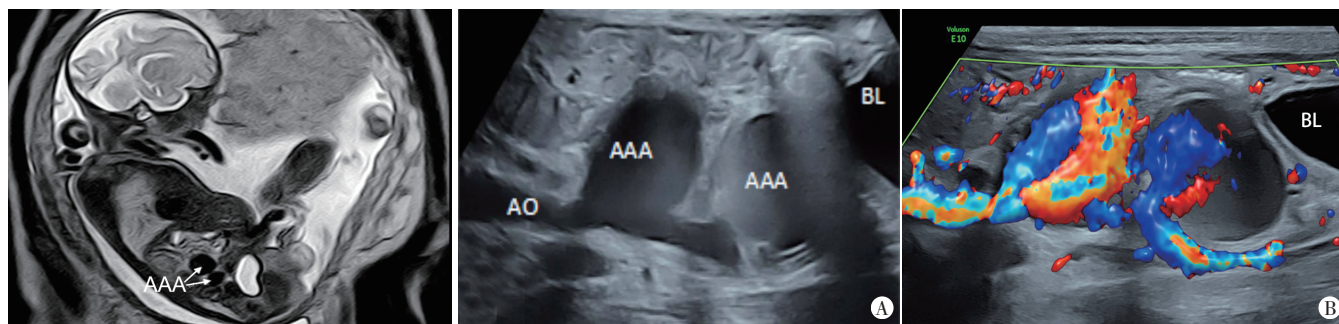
孕 37 周胎儿腹主动脉瘤 MRI 图(AAA: 腹主动脉瘤)
